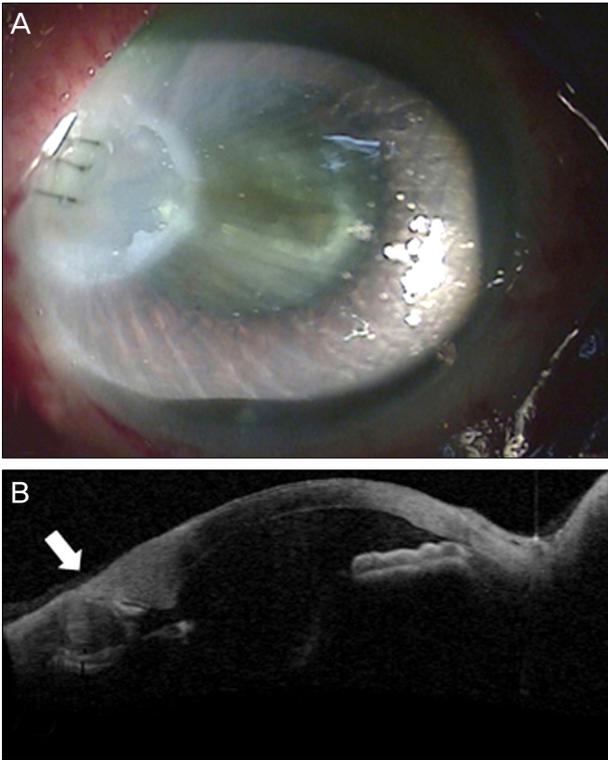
Slit lamp photograph (A) and anterior segment optical coherence tomography (B) of an 89-year-old woman with thermal burn of the temporal cornea (white arrow).
